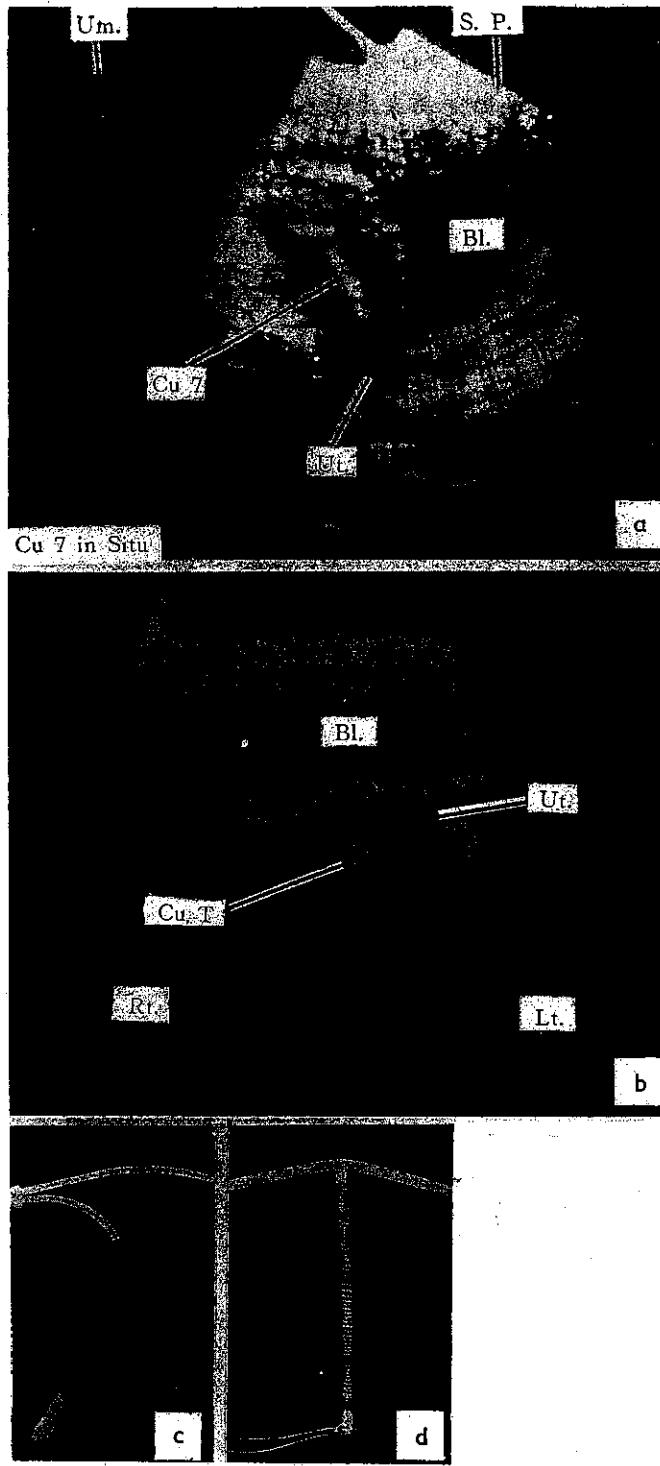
Sonograms (a) showing a Cu 7 (c) in longitudinal scan, and (b) showing a Cu T (d) in transverse scan.
